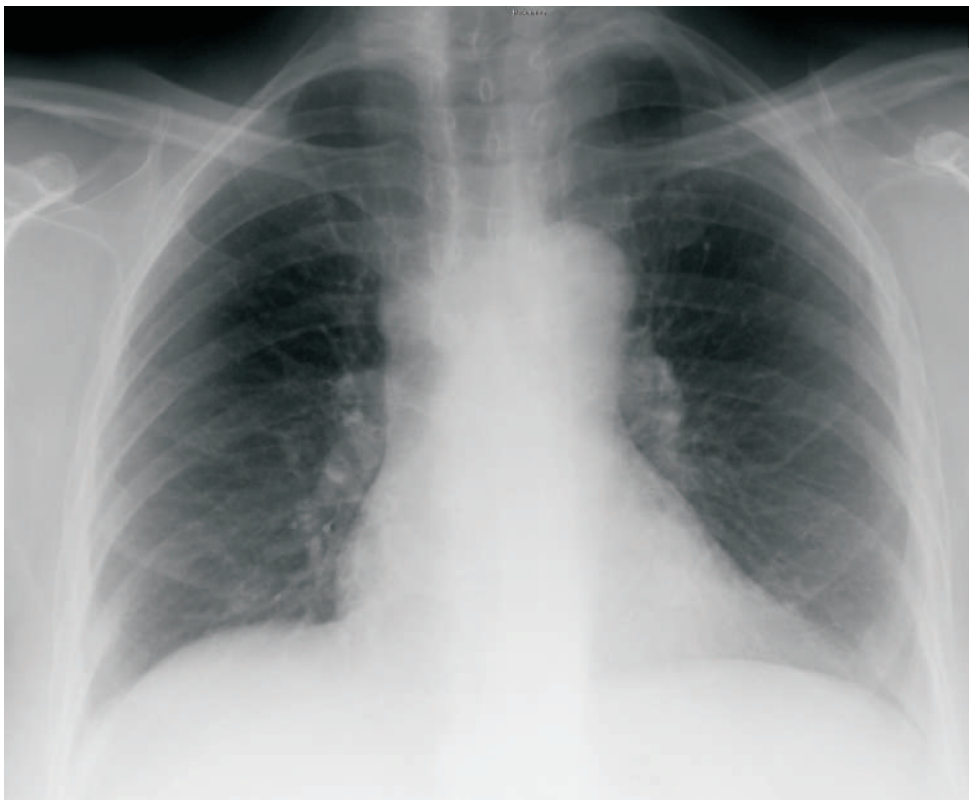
Adenopatías hiliares bilaterales en la radiografía de tórax
